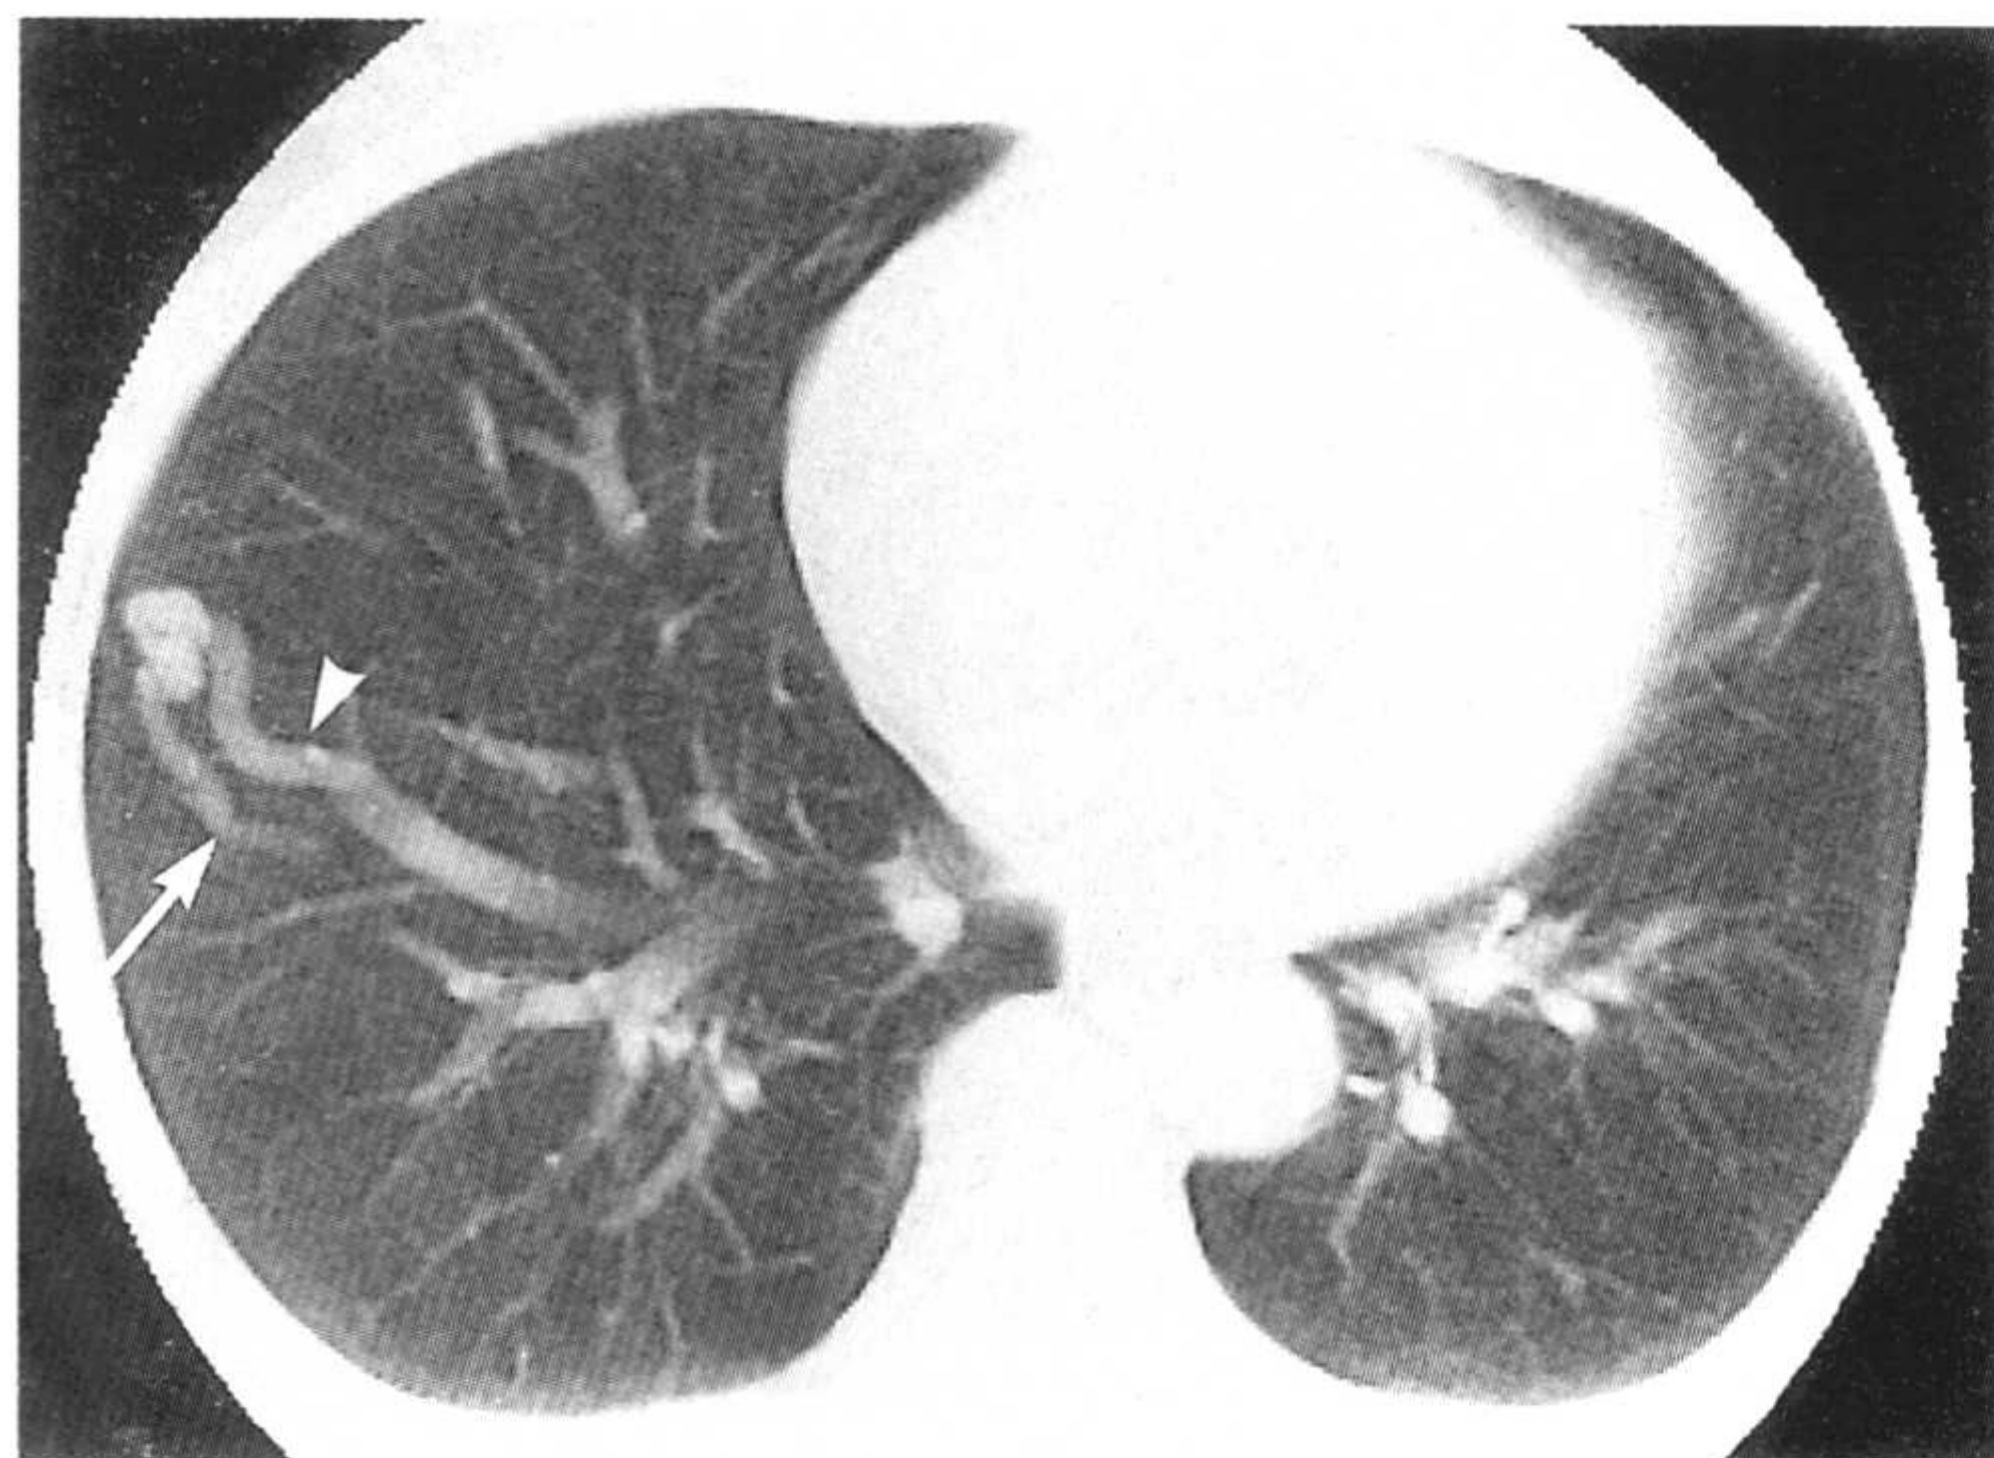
肺动静脉畸形。CT平扫肺窗清楚显示肺内结节和扩张的流入动脉、导出静脉。
